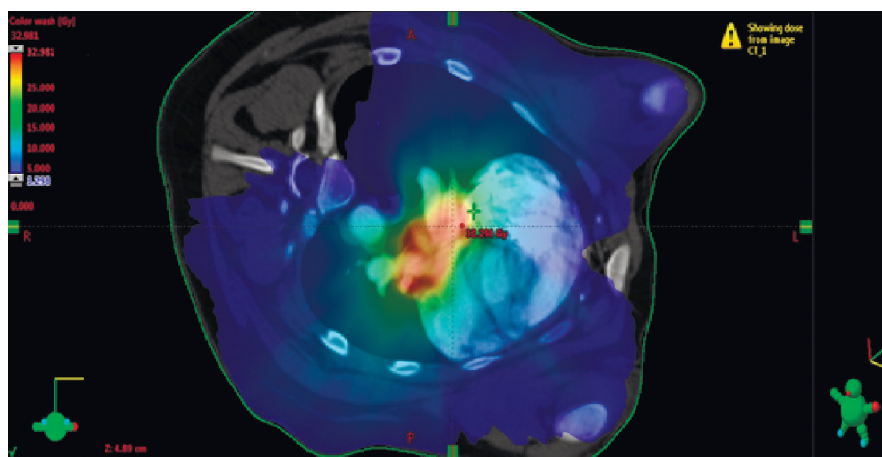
Пример радиоабляции устьев легочных вен, выполненной в рамках эксперимента на свиньях. Данные МСКТ сердца с контрастированием в системе планирования Eclipse (левые легочные вены и коллектор правых легочных вен). Зона терапевтической дозы (30 Гр) отмечена красным.
